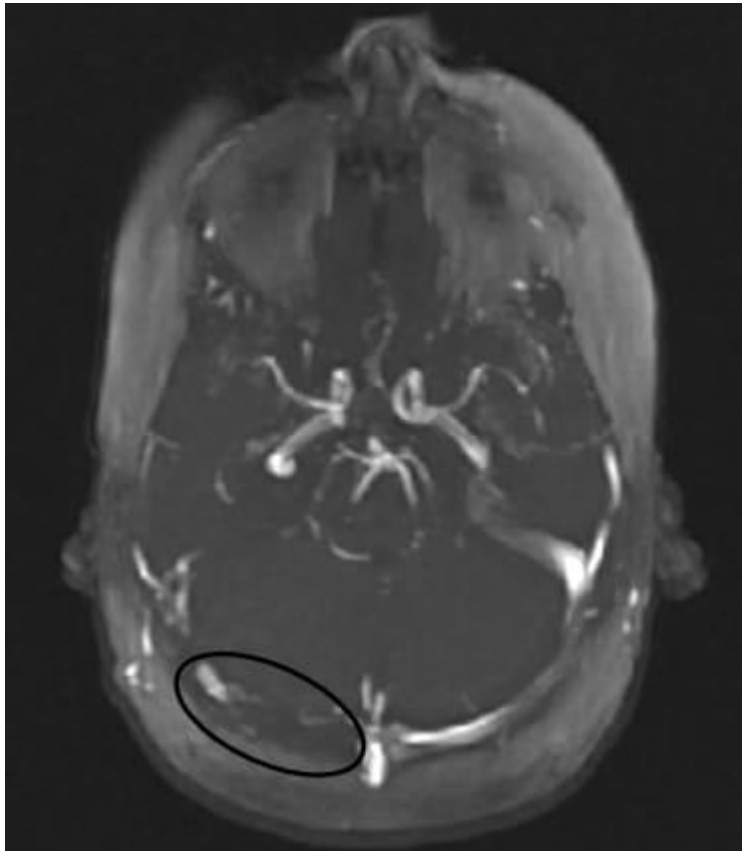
Angioresonancia. Se observa defecto de señal por estasis visible en seno transversal derecho (círculo negro).
